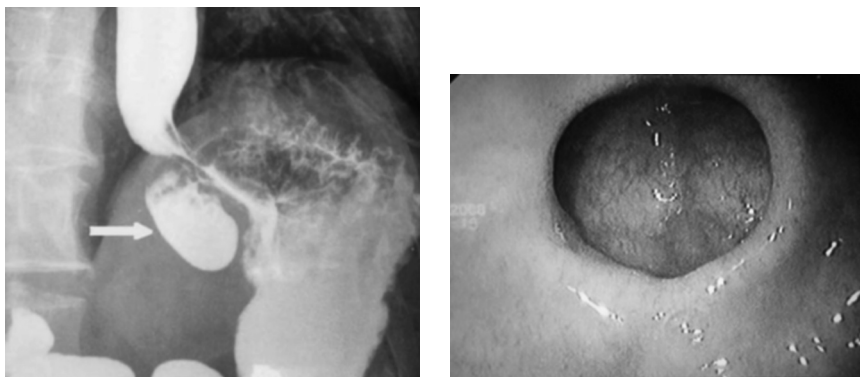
Рентгенограмма и эндоскопическая картина дивертикула желудка
